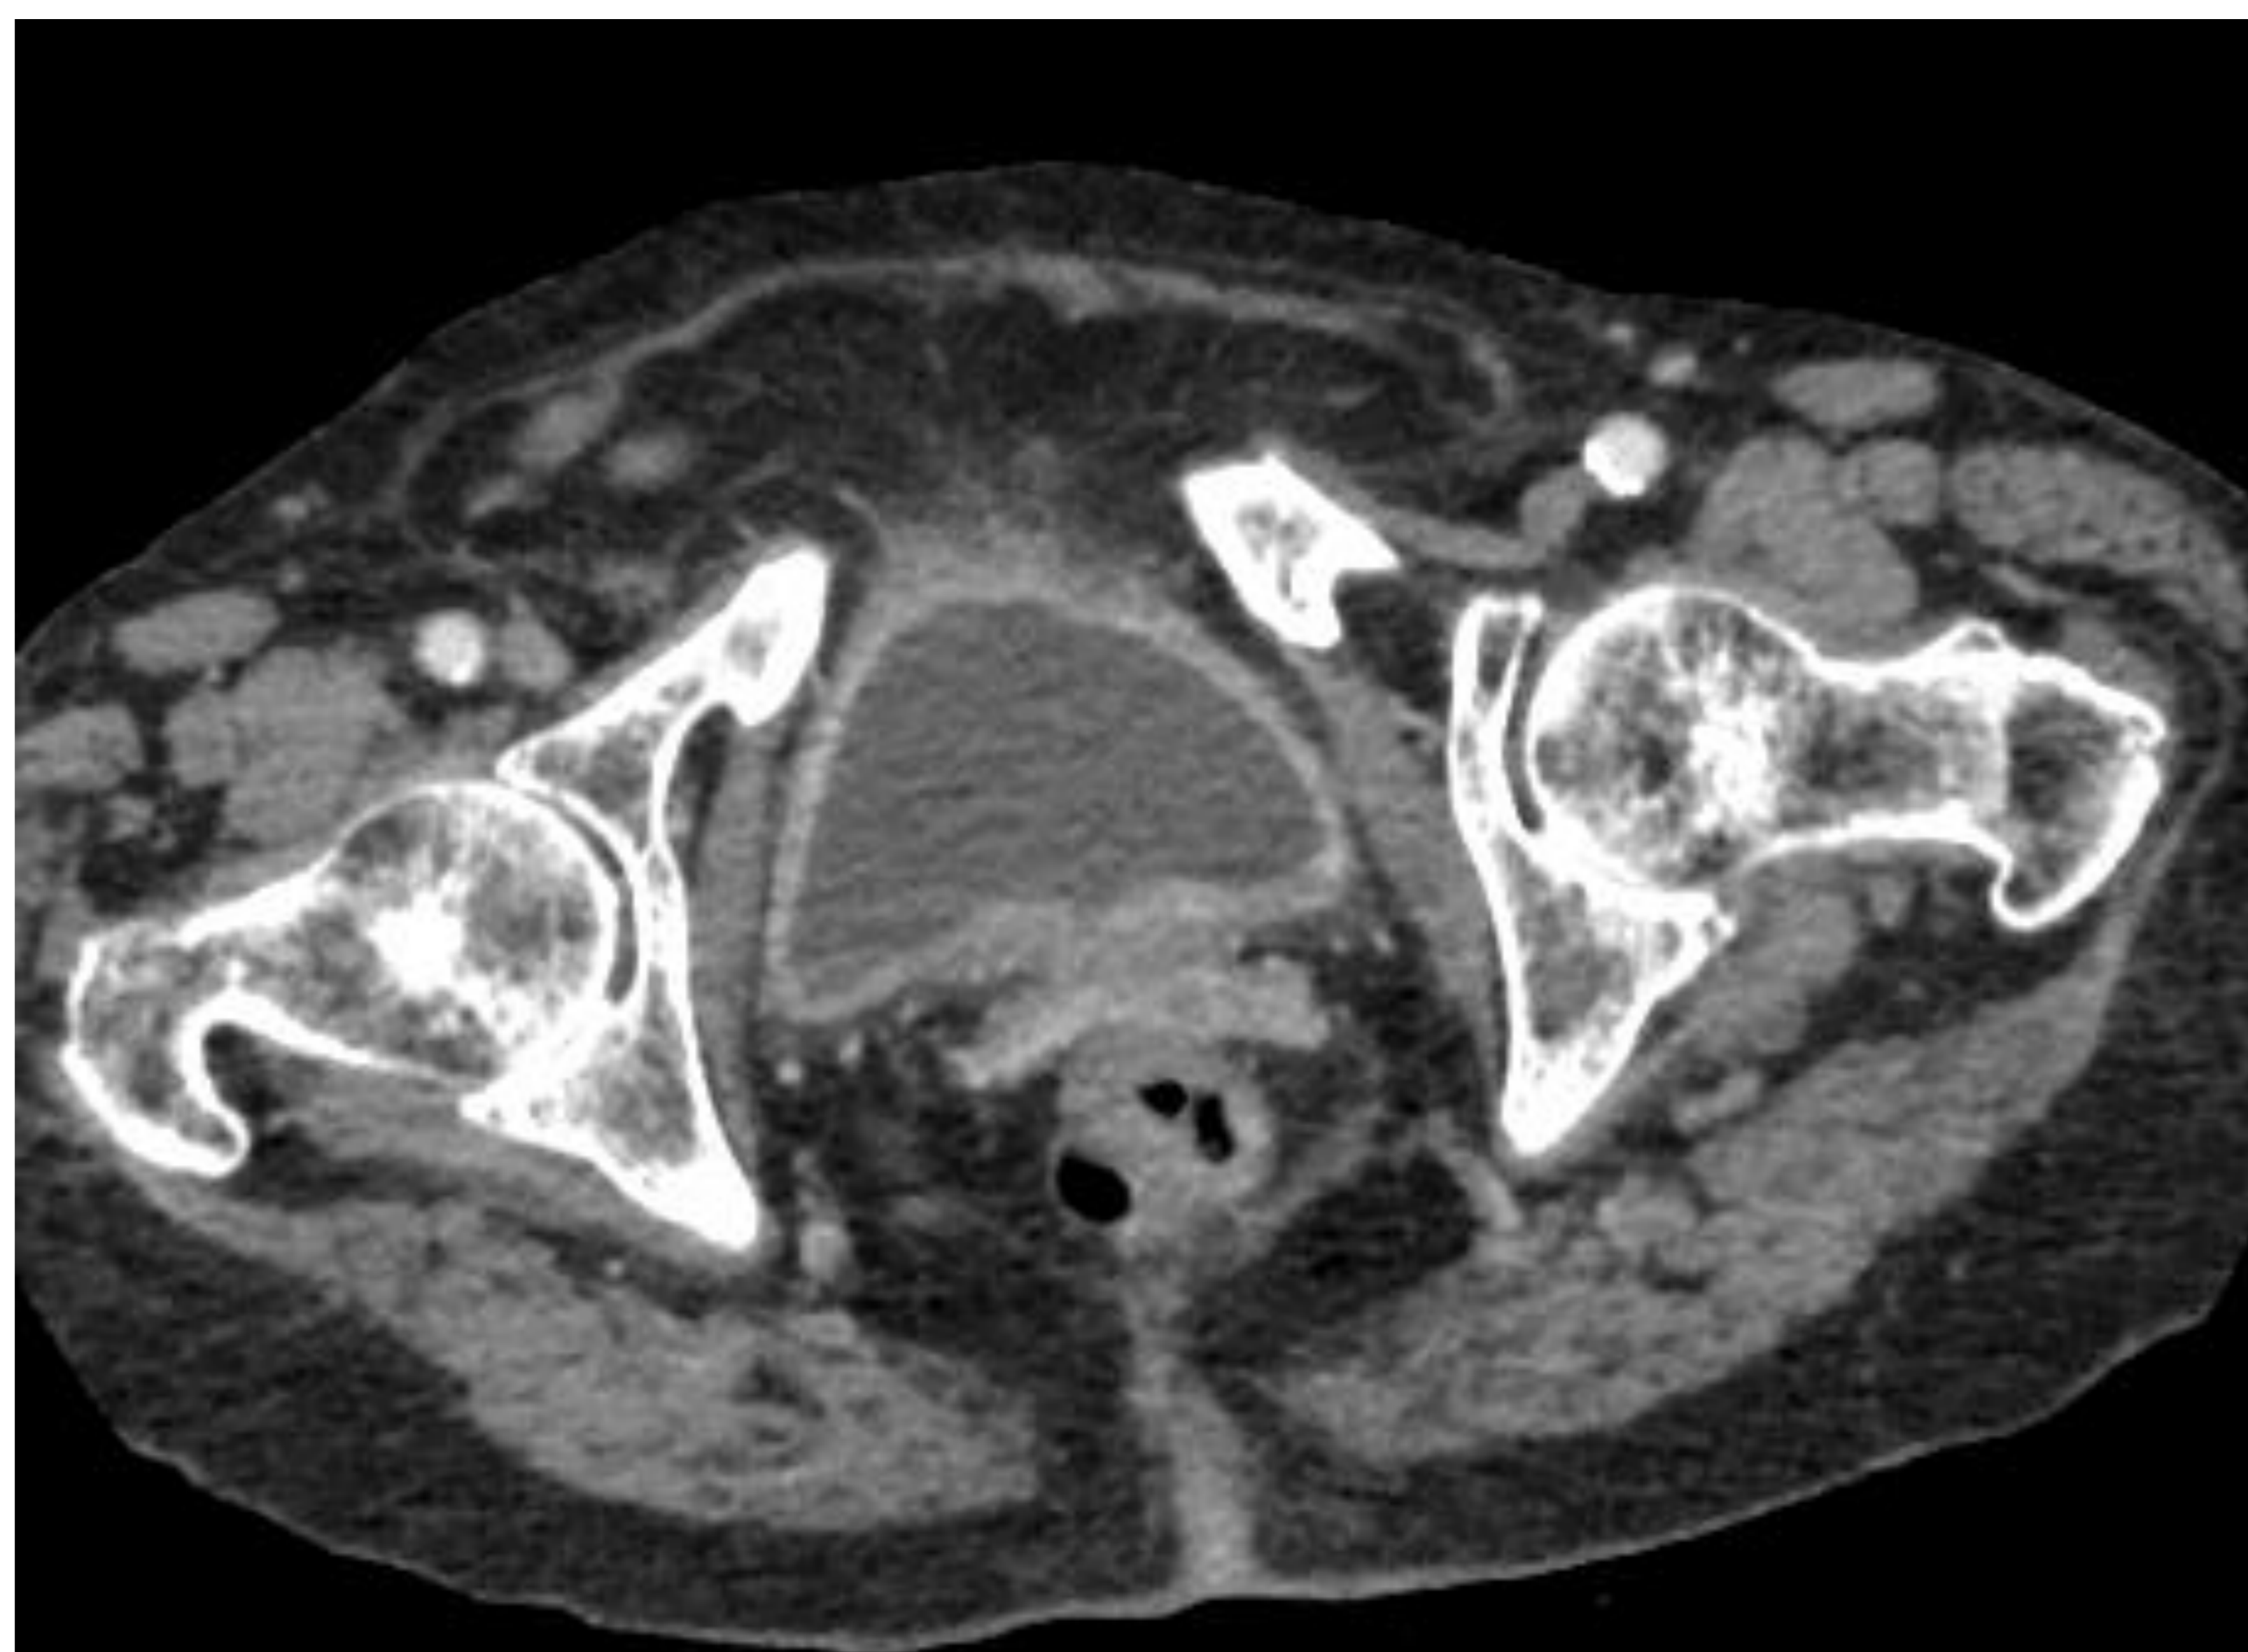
Cistitis no complicada. TC axial de abdomen y pelvis tras administrar contraste intravenoso (fase venosa). Se observa engrosamiento circunferencial de la pared de la vejiga, hiperrealce del urotelio y trabeculación de los planos grasos perivesicales en relación con cambios inflamatorios.
